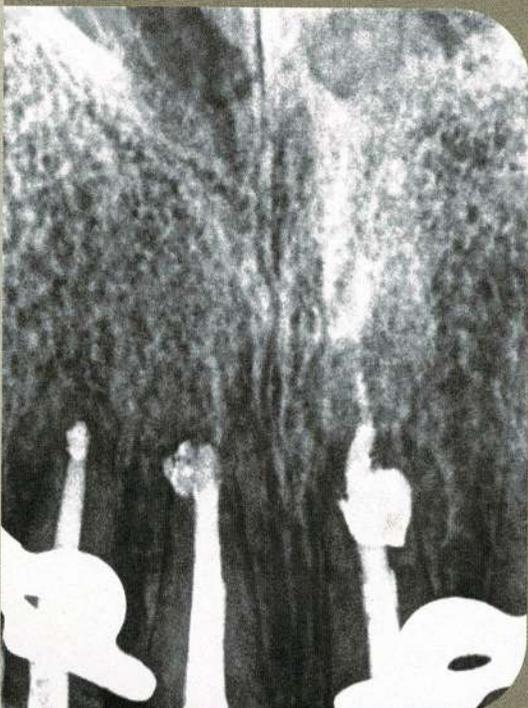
Radiographie rétro-alvéolaire après obturation canalaire à chaud. Les apex des 3 dents sont ouverts.
